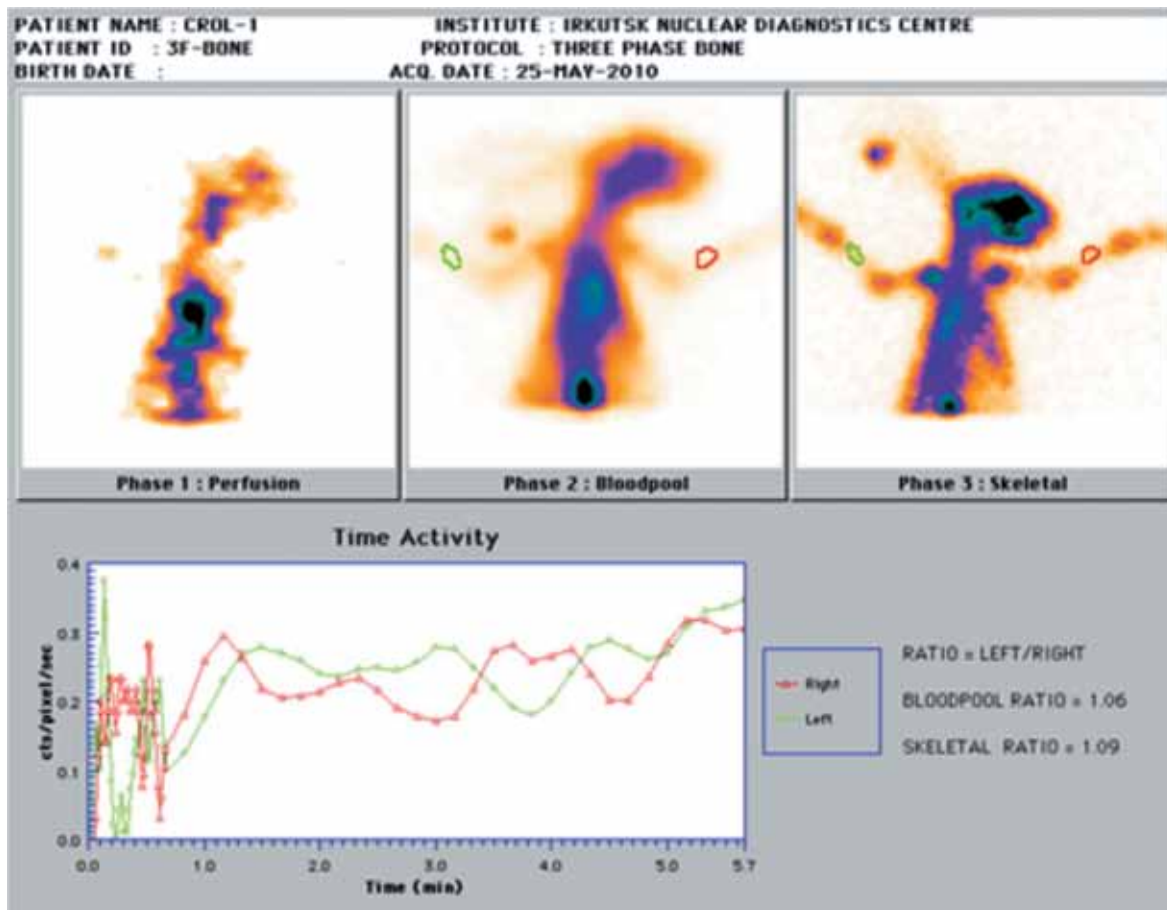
Остеосцинтиграмма до операции
